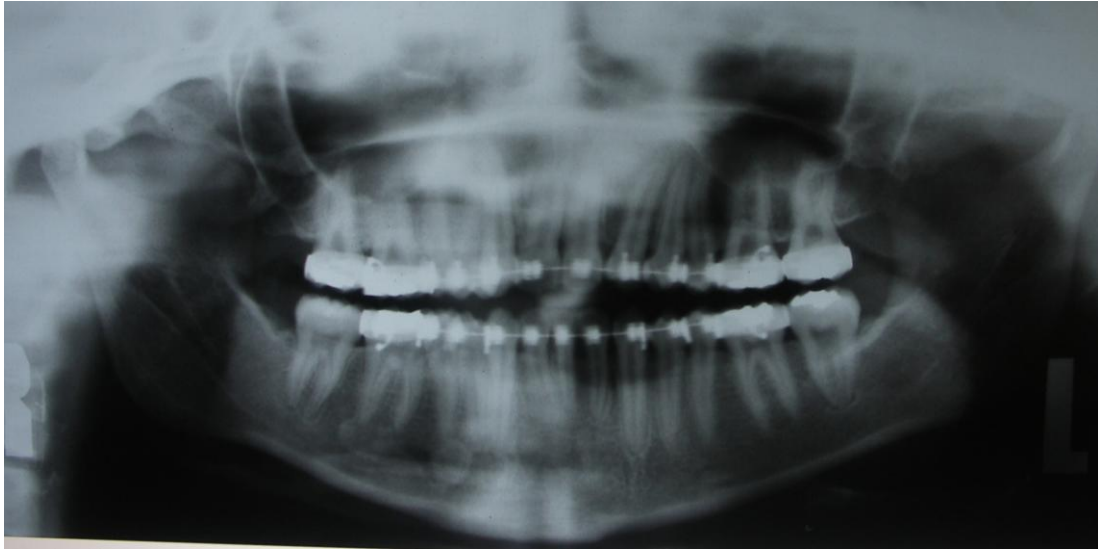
Radiografía panorámica prequirúrgica. Febrero 2007.
